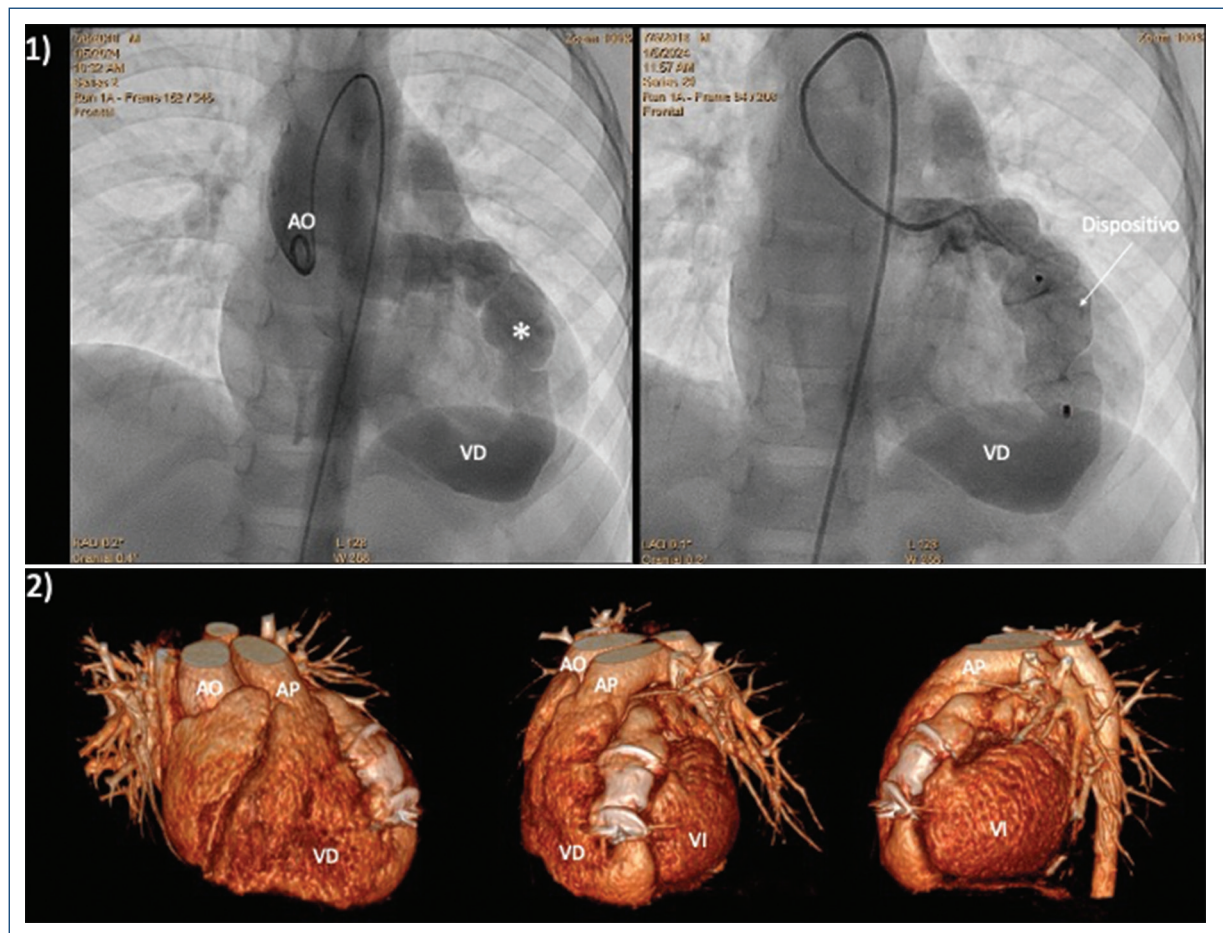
1) angiografía en proyección frontal en la que se muestra el trayecto de la fistula coronaria gigante (asterisco) y posterior a la colocación del dispositivo. 2) tomografía computarizada de control con reconstrucción 3D, vistas frontal, oblicua anterior derecha e izquierda, que muestran el dispositivo en buena posición dentro de la fistula coronaria. AO: aorta; AP: arteria pulmonar; VD: ventrículo derecho; VI: ventrículo izquierdo.
